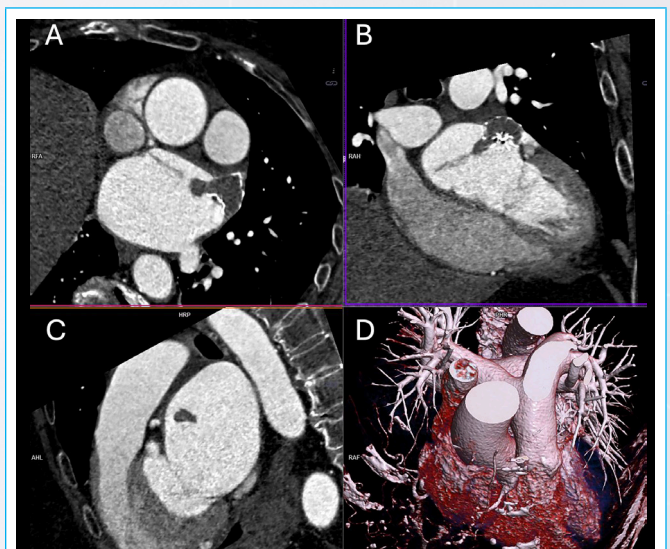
TC cardíaca. A, B y C: trombo sobre el dispositivo de cierre de la orejuela, con extensión del trombo hacia el septo interauricular. En C se puede observar que existe relleno parcial de la punta de la orejuela con contraste. D: reconstrucción 3D de la silueta cardíaca para la orientación en estos planos
